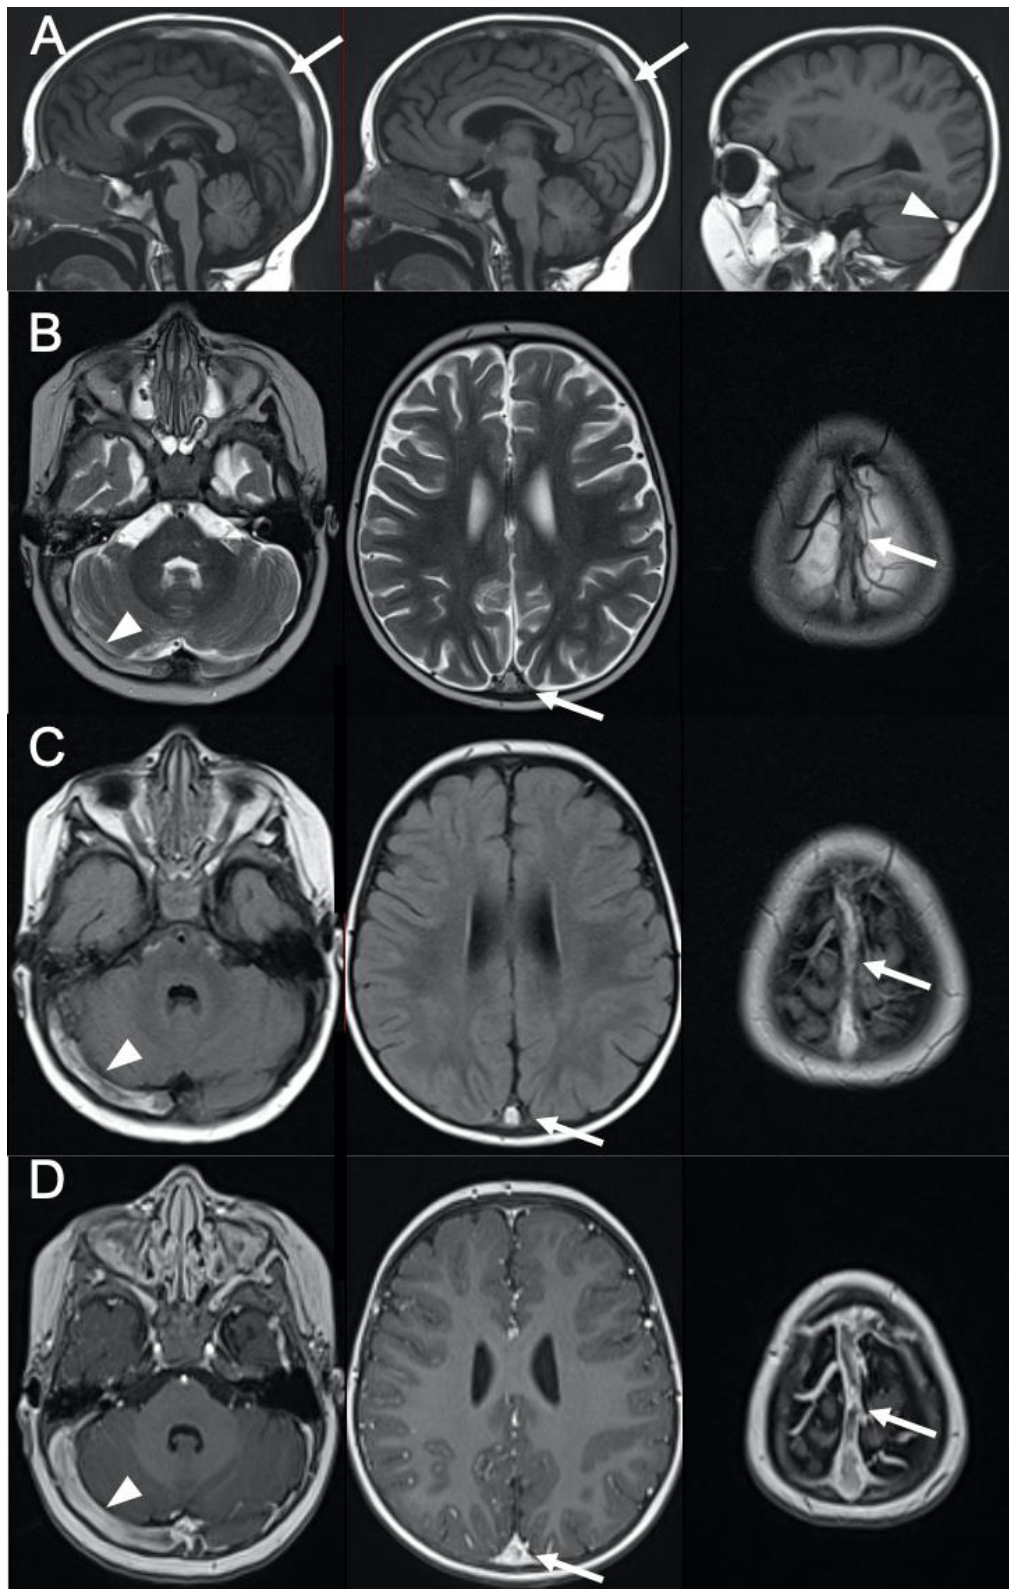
Cas 34 : Enfant de 21 mois : strabisme d'installation brutale au cours de la phase d'induction avec asparaginase d'une LAL pré-B. L'IRM cérébrale montre un hypersignal spontané du sinus longitudinal supérieur (flèches) et du sinus veineux latéral droit (têtes de flèche) sur les séquences T1 (A), T2 (B) et FLAIR (C). Sur la séquence T1 après injection (D), ces structures veineuses présentent un défaut de rehaussement. Ces anomalies sont en rapport avec une TVC.
